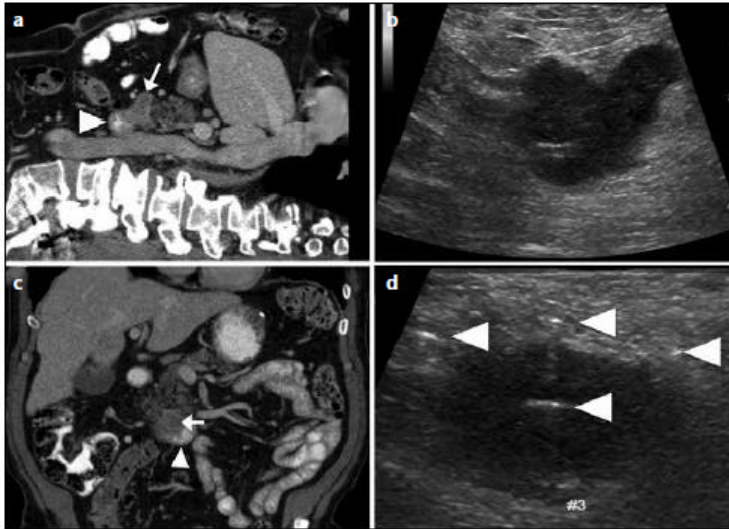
a-d Electroporación irreversible (EIR) de adenocarcinoma pancreático irresectable avanzado localmente. La imagen de TC mejorada por contraste, reformateada sagital del abdomen (ab) revela un adenocarcinoma pancreático (flecha) entrando al duodeno (punta de flecha). Imagen US sagital intraoperatoria correspondiente (b) muestra el adenocarcinoma pancreático hipocóico. La imagen de TC mejorada de contraste reformateada coronal del abdomen (c) muestra adenocarcinoma pancreático (flecha) y el duodeno adyacente (punta de flecha). Imagen de US coronal intraoperatorio (d) muestra el adenocarcinoma pancreático con cuatro sondas de EIR en el lugar (punta de flecha), antes de la ablación.
